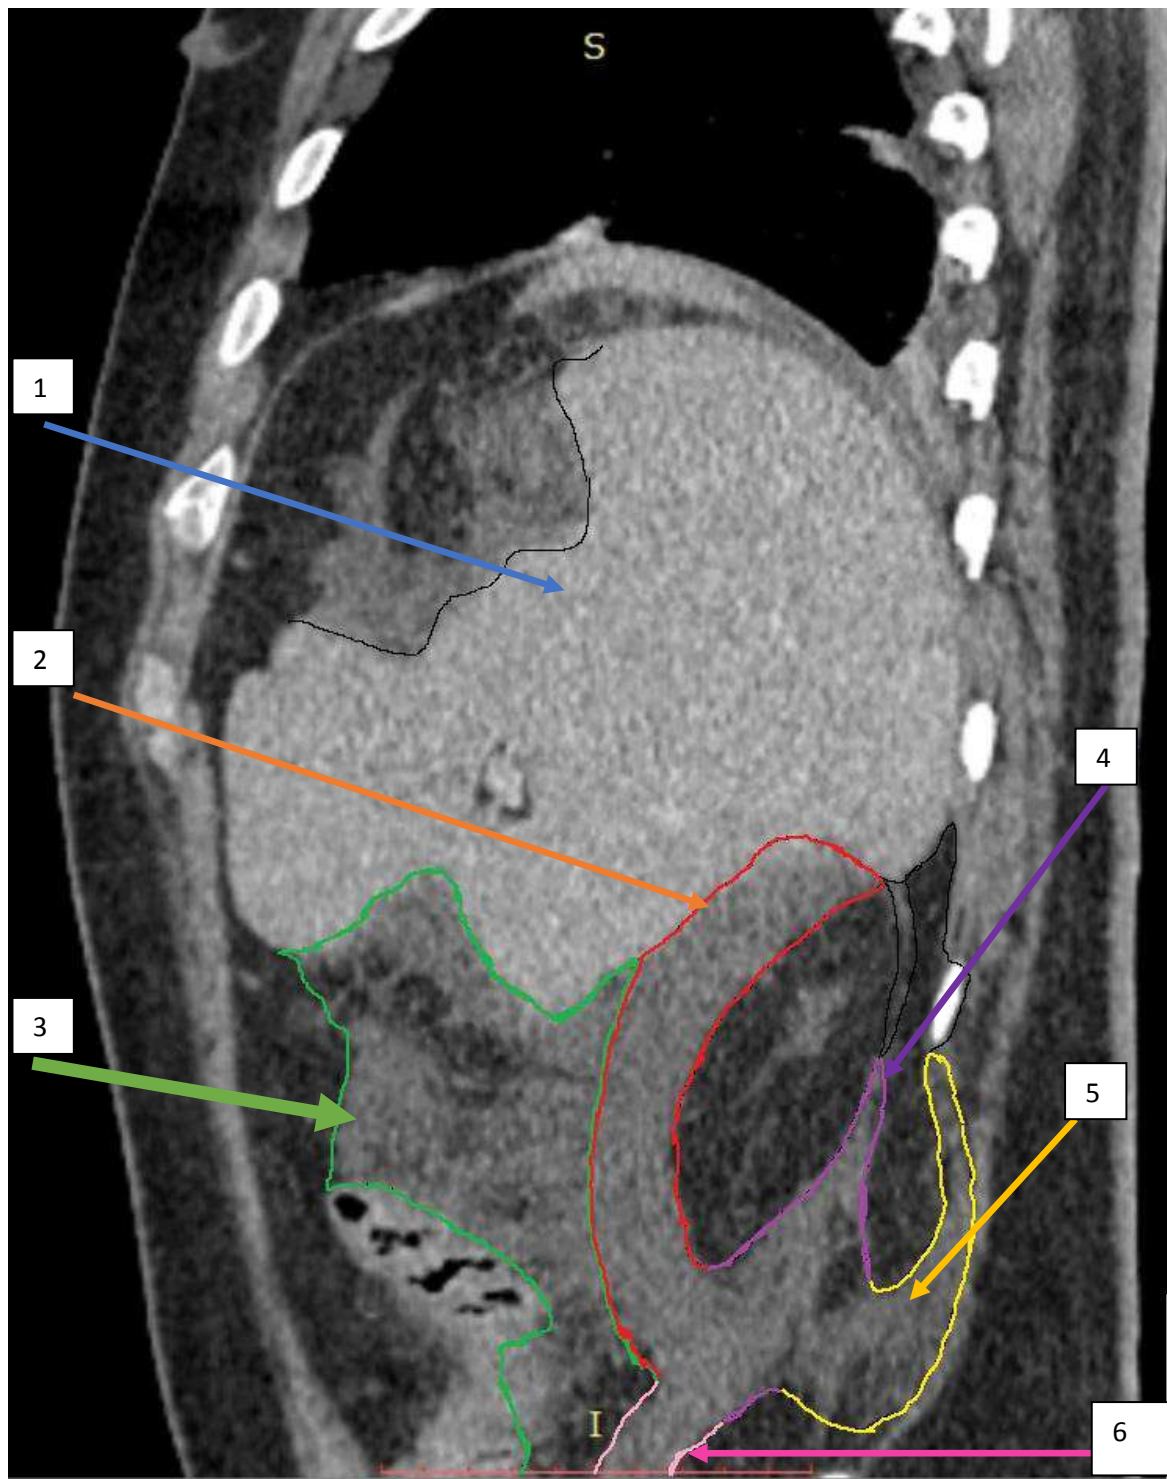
КТ ОБП с внутривенным контрастированием. Сагитальный срез. 5 сутки от начала заболевания. Выраженная инфильтрация забрюшинных клетчаточных пространств. 1 – печень, 2 - переднеренальное пространство, 3 – позадибрыжеечное пространство, 4 – заднее ренальное пространство, 5 - субфасциальное пространство, 6 - межфасциальное пространство.
